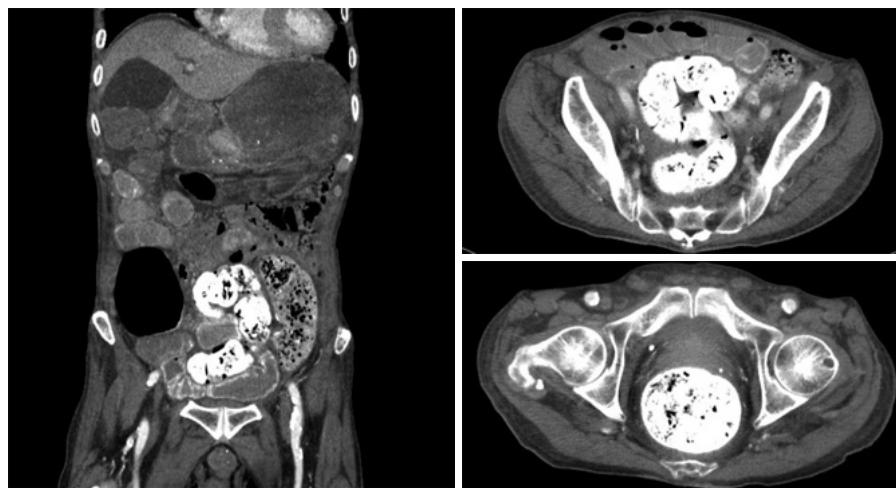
宿便性大腸潰瘍・大腸穿孔をきたした症例の腹部CT
